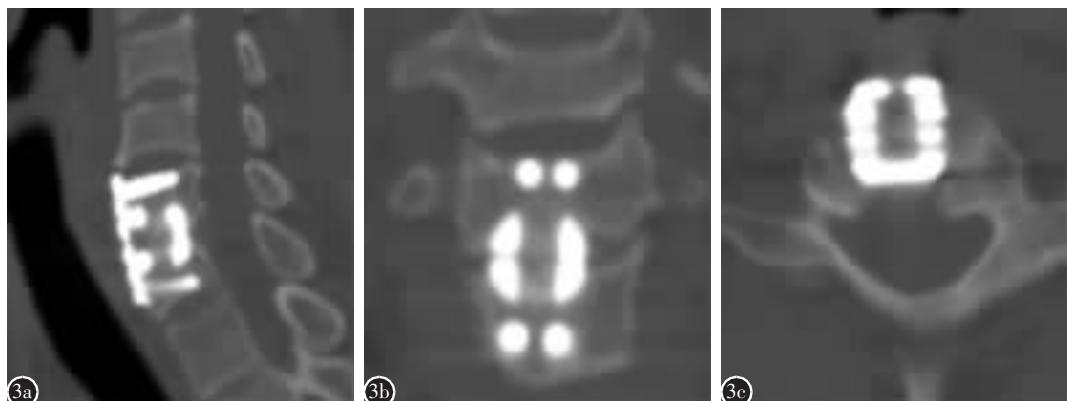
观察组图 1 患者术后 5 个月时的颈椎 CT 重建图像 a 矢状位图像示椎体间骨桥形成, 植骨融合较好 b 冠状位图像示椎体间骨桥连接, 融合较好 c 轴位图像示融合器内骨质存在
